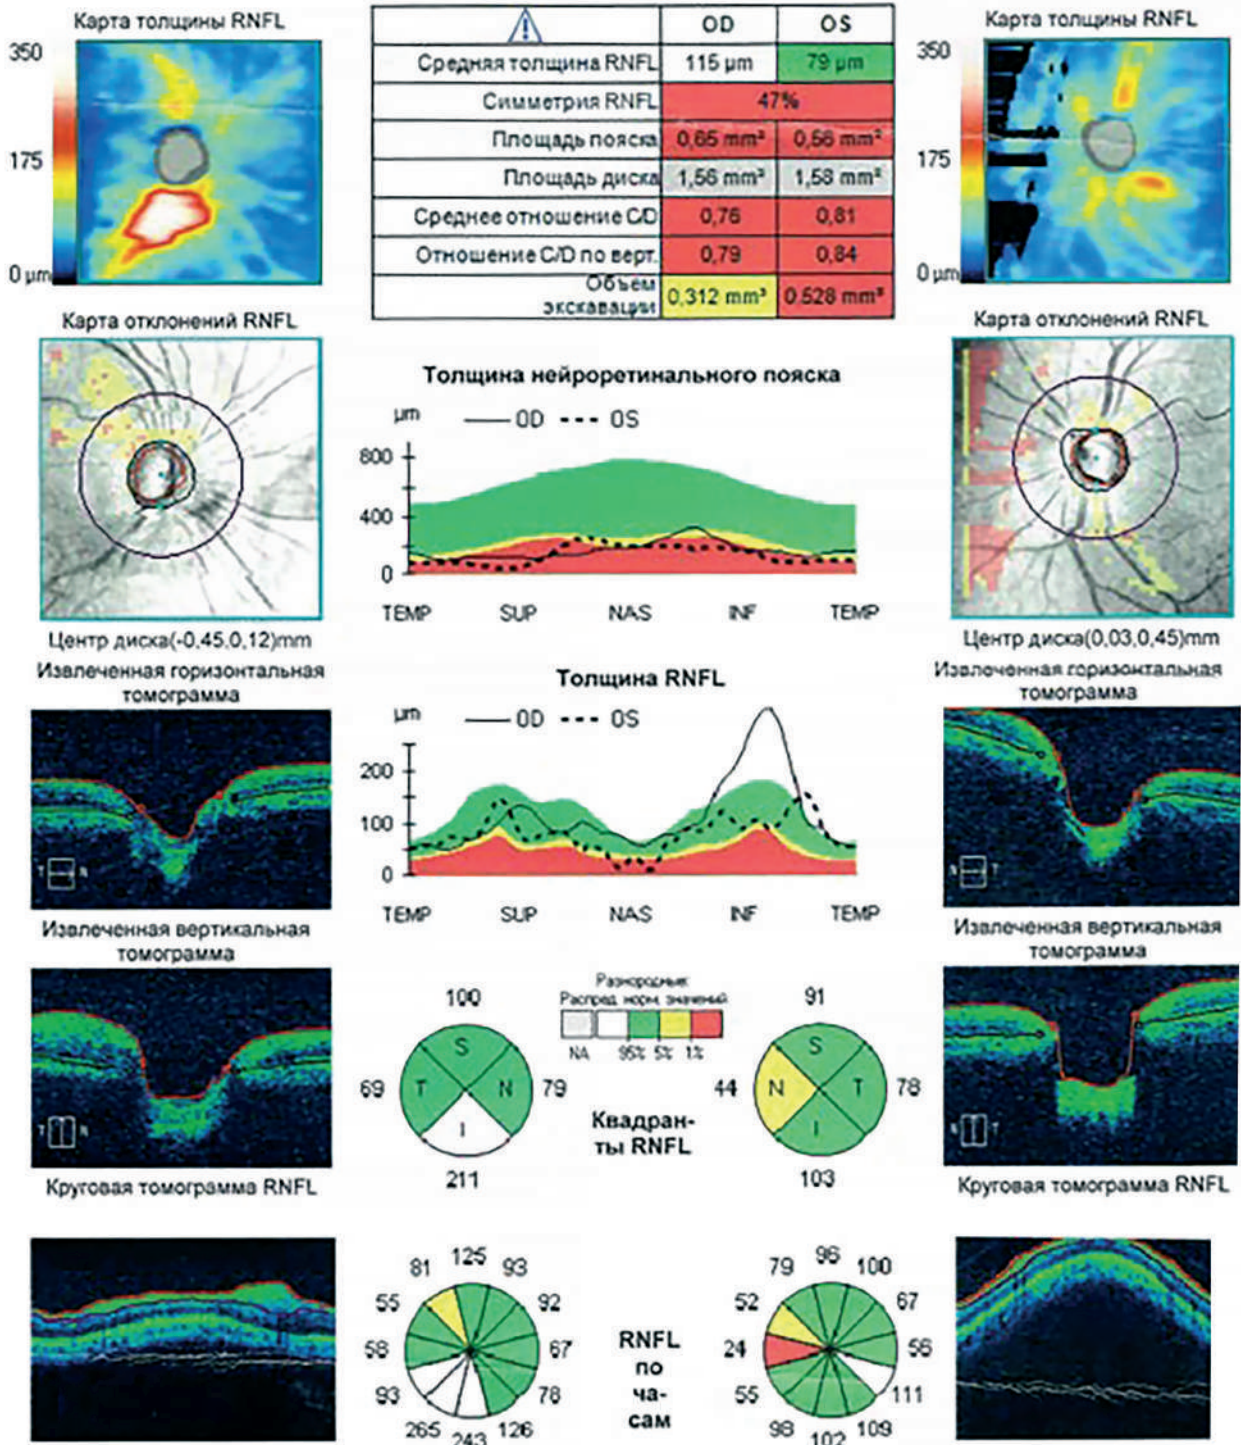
Данные оптической когерентной томографии ДЗН.
